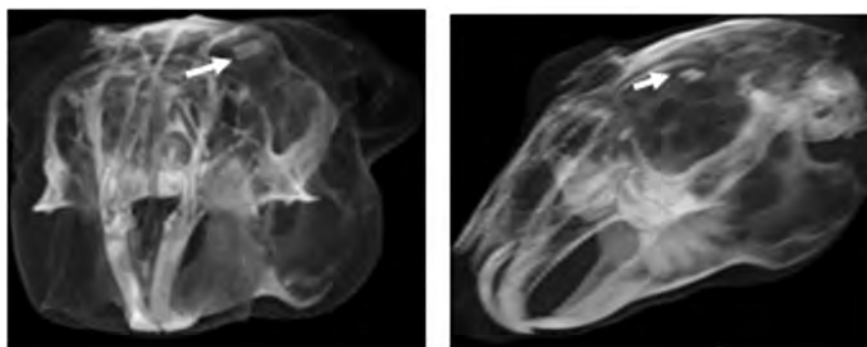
КТ головы кролика. 3D реконструкция. Контроль расположения источников в орбите
